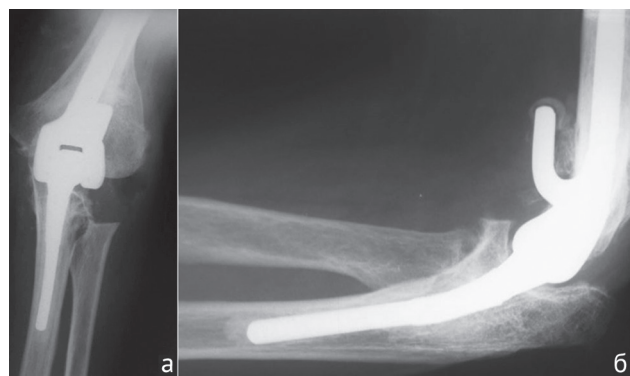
Пациент Н. Рентгенограммы области локтевого сустава через год после ТЭЛС: а – передне-задняя проекция, б – боковая проекция
